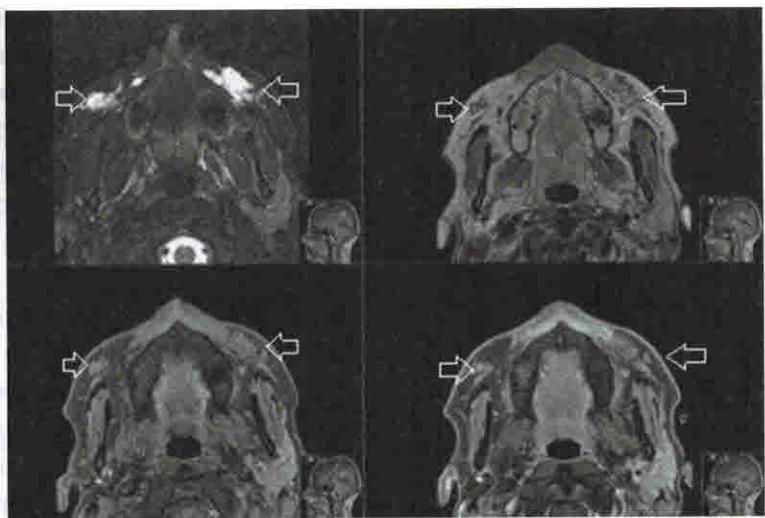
Дермальный филлер на основе полиакриламидного геля в обоих подглазничных треугольниках (показано стрелками) на осевом МРТ-срезе (T1FS, T1FS с гадолинием)
